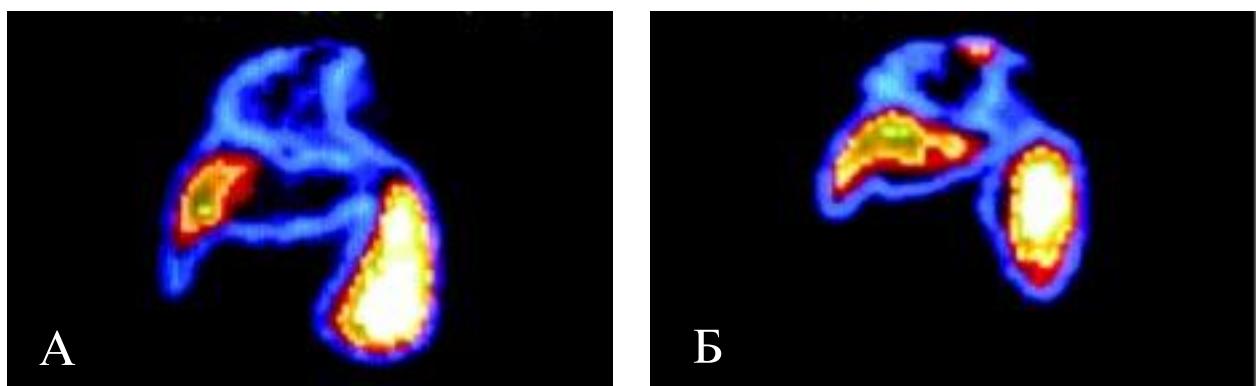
Гепатосцинтиграфия больного циррозом печени до (А) и после (Б) ПСШ и комплексной терапии.
